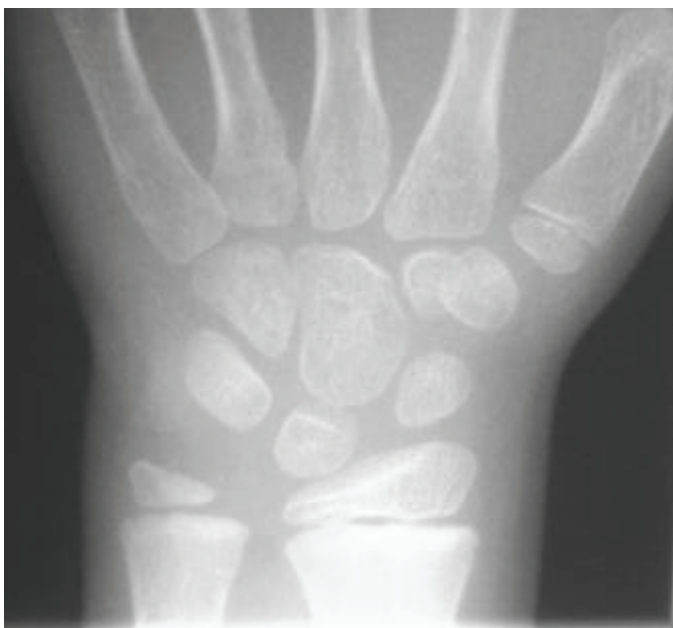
B: Handröntgenbild zur Darstellung einer Ulna-Plusvariante, Mädchen, 8 Jahre.
